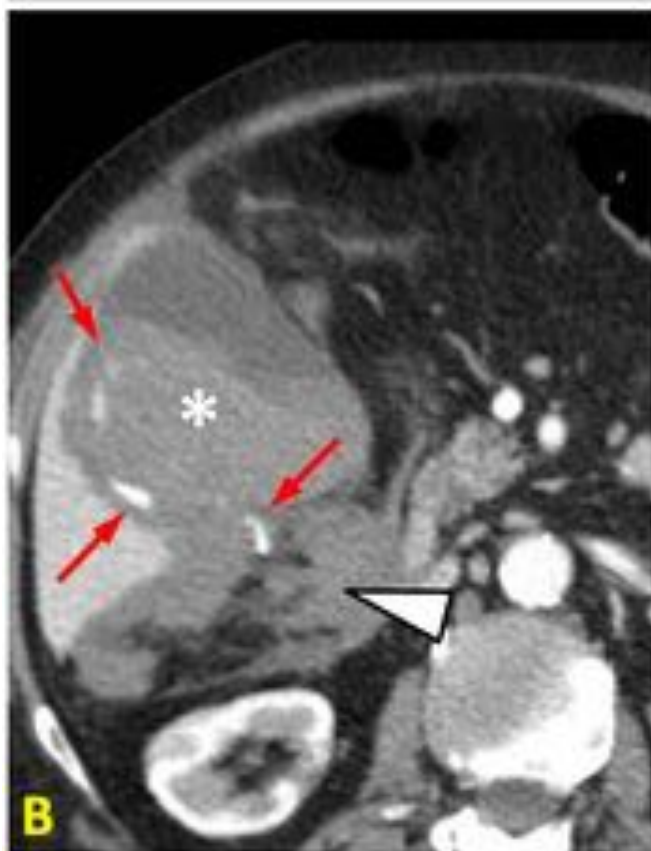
CA hemorrágica: Imágenes axiales de TC abdominopélvico con CIV en fase arterial (A y B). Se observa contenido hemático con nivel líquido – líquido, compatible con hemobilia (asterisco), con focos hiperdensos en su interior que no comunican con estructuras vasculares, compatible con sangrado activo arterial (flechas rojas en A y B). Hemoperitoneo (cabezas de flecha). Reconstrucción MIP coronal muestra la arteria cística tortuosa (flecha negra), siendo probablemente responsable del sangrado.
